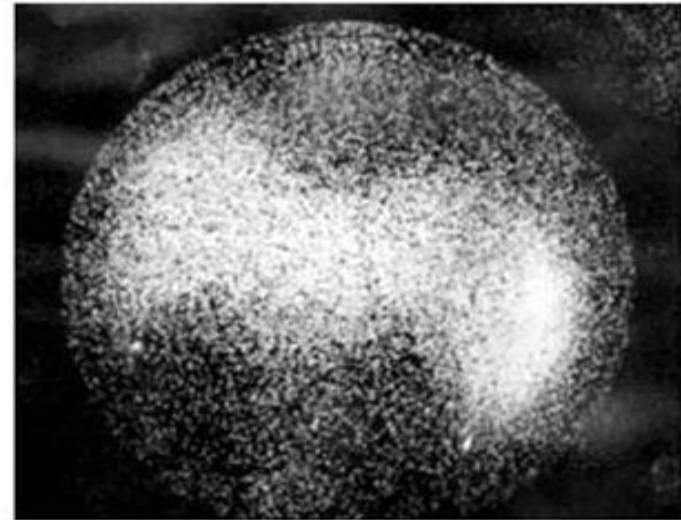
Сцинтиграмма больного циррозом печени. Отмечается активное включение РФП в селезенку и костный мозг (симптом "парящей птицы").
